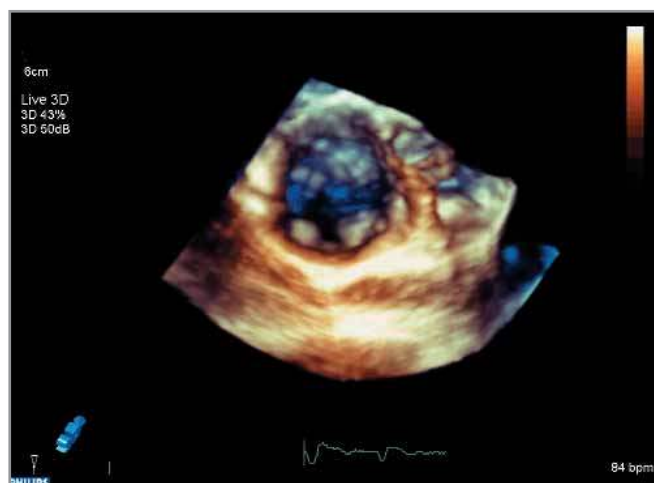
Echocardiographie 3D temps réel avec sonde ETO matricielle. Vues des 3 feuillets de la valve tricuspide.
